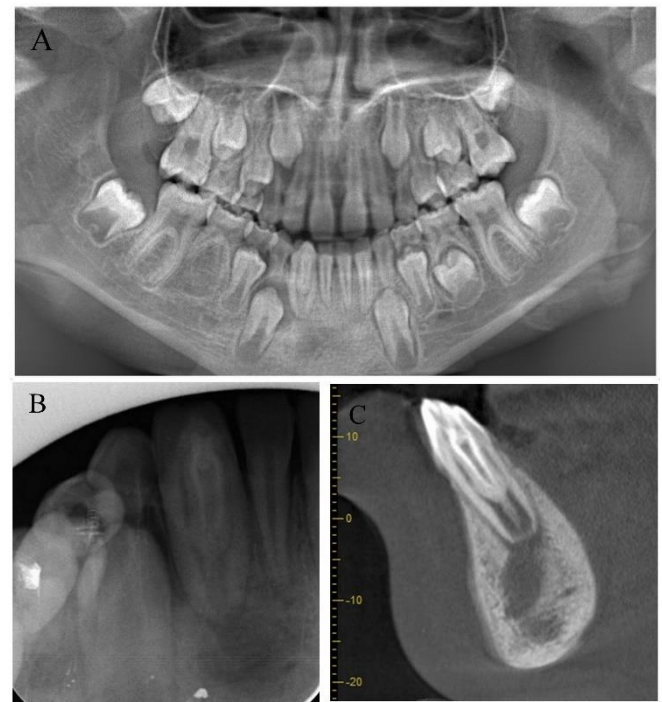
Panoramic radiography of the patient (A), periapical radiography of tooth 42 (B), sagittal slice of CBCT (C).
